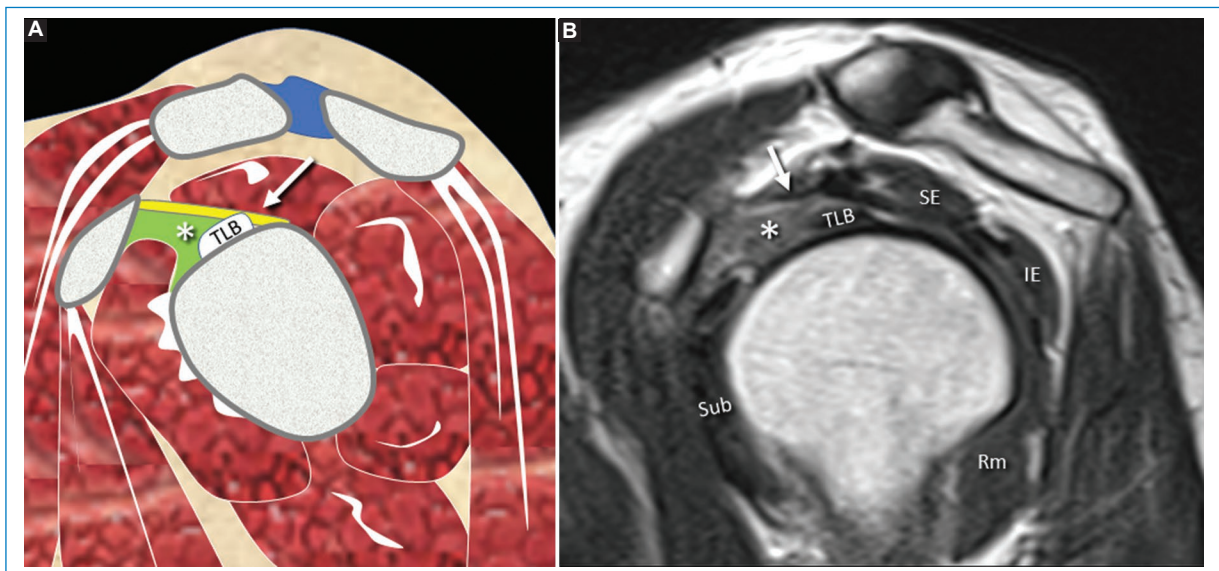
Obliteración de los espacios grasos del intervalo rotador: asterisco en la representación esquemática (A) y en la RM secuencia T2 en el plano sagital (B). Nótese el LCH normal (flechas).
